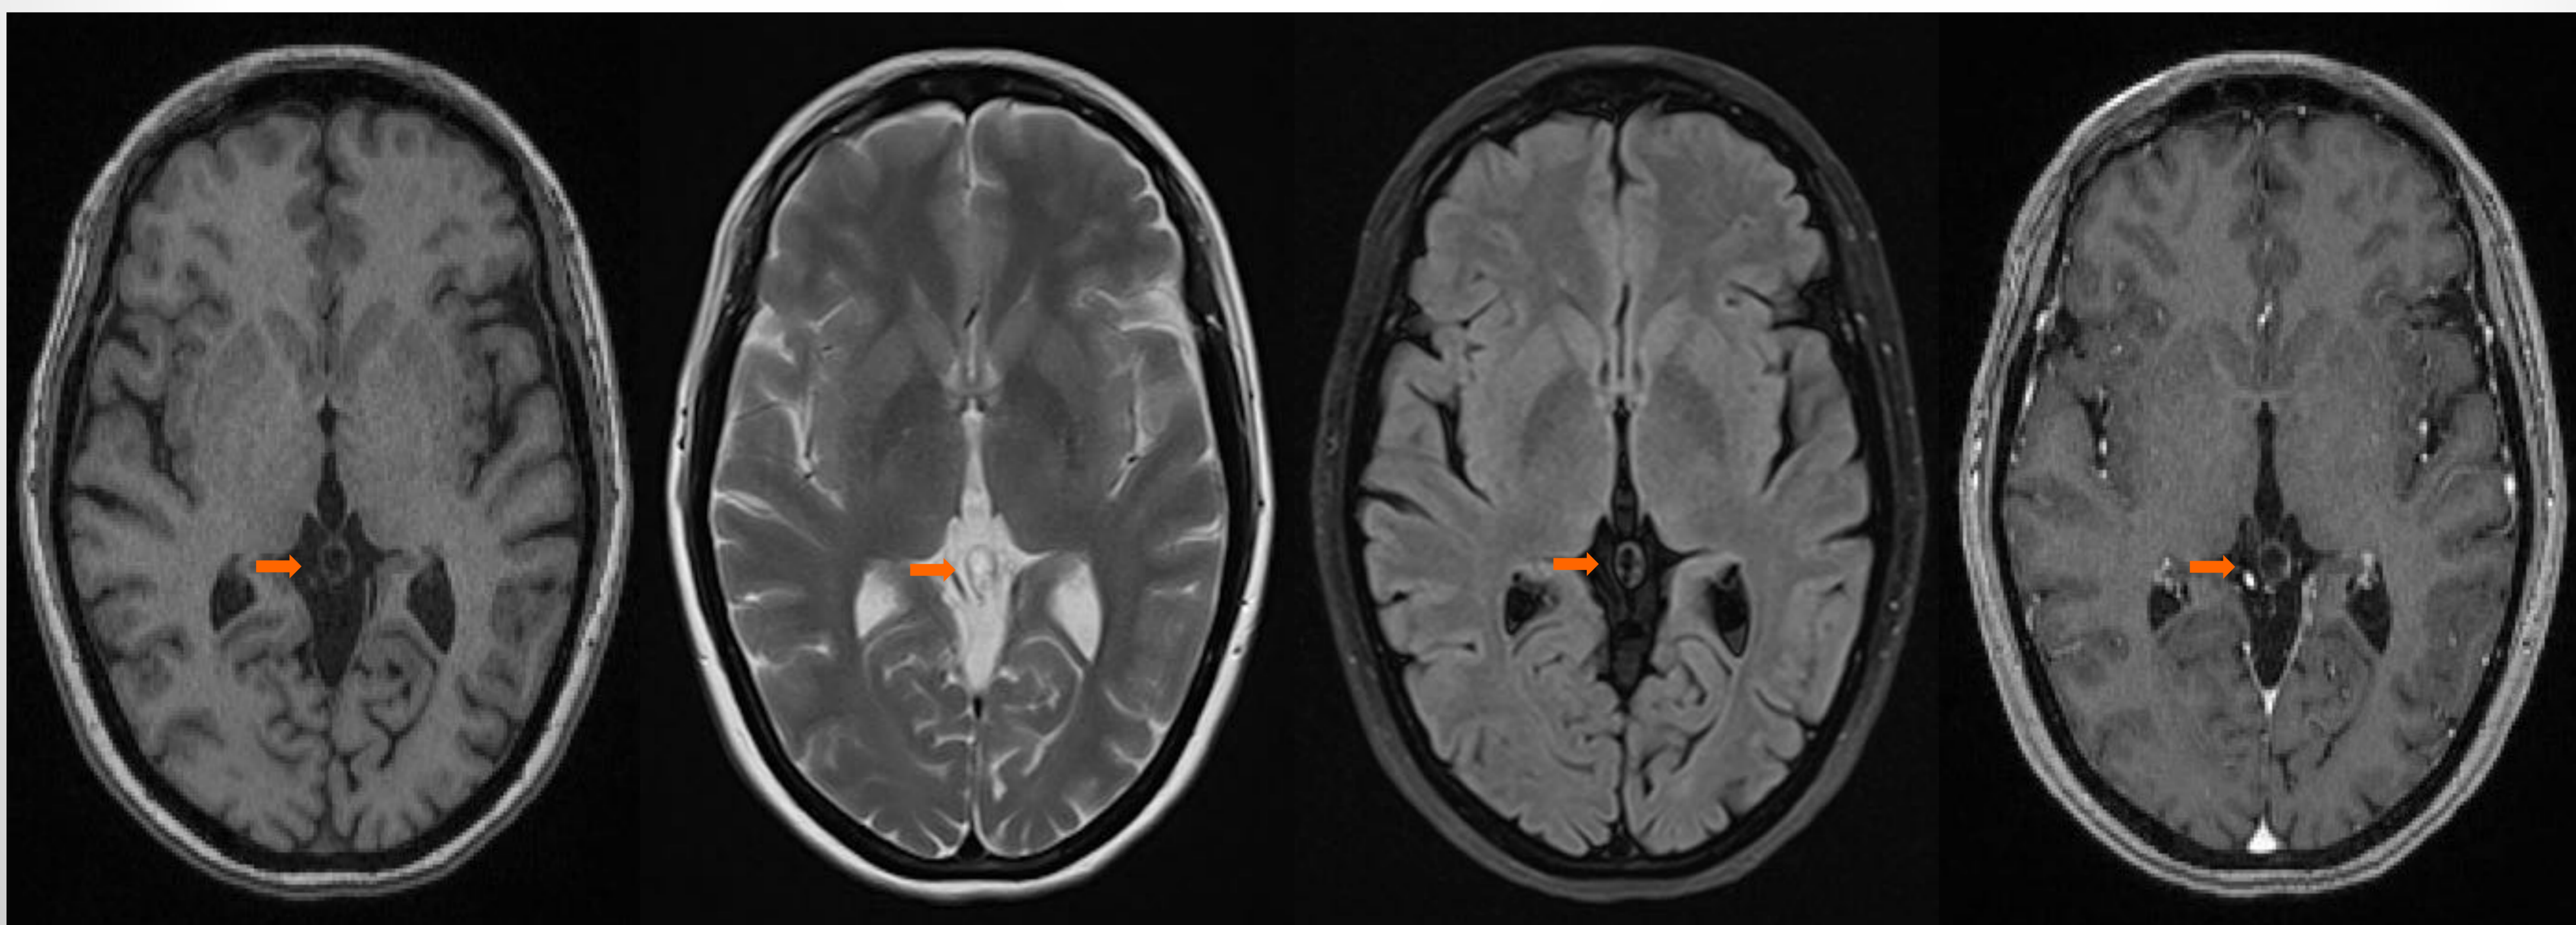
Imágenes axiales de RM de un quiste pineal (flecha) en secuencias T1, T2, FLAIR y T1 con CIV respectivamente. En este caso el contenido del quiste presenta una IS similar a la del LCR en todas las secuencias con realce anular fino discreto periférico tras administración de CIV.
